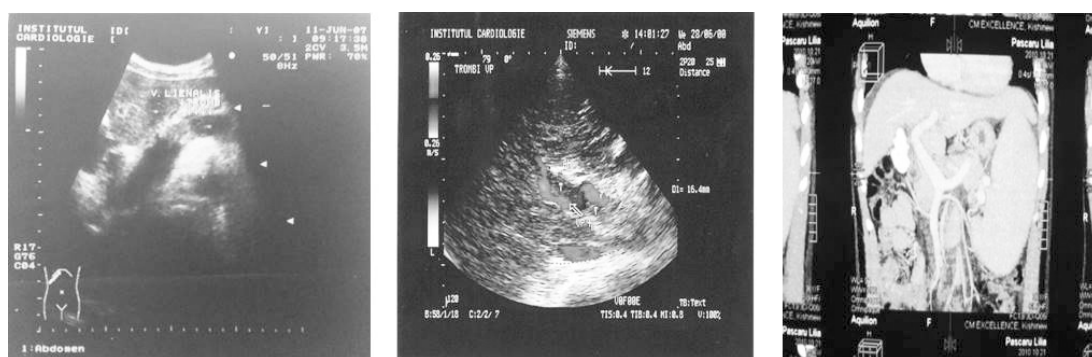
EcoDopplerografia abdominală (tomboza axului venos splenoportal); CT-splenomegalie.
